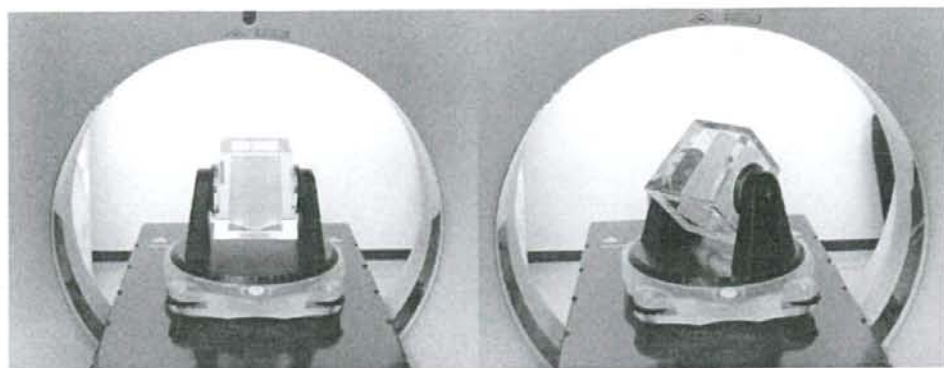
The condition of acquiring of CT images.
